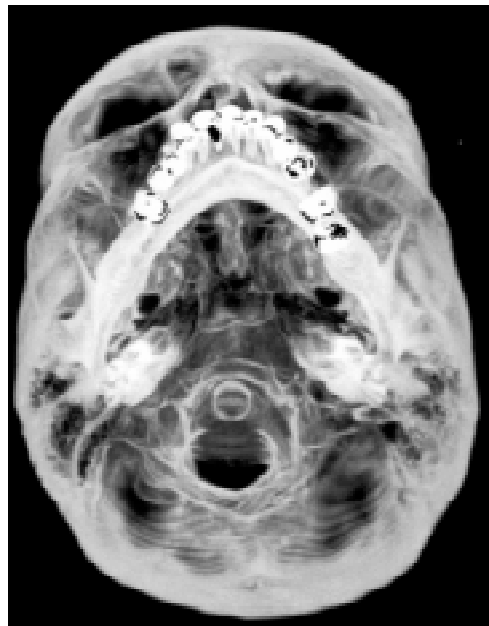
Reconstrucción 3D de tomografía de cráneo con efecto MIP (Máxima Intensidad de Proyección) para lograr el efecto de transparencia.
